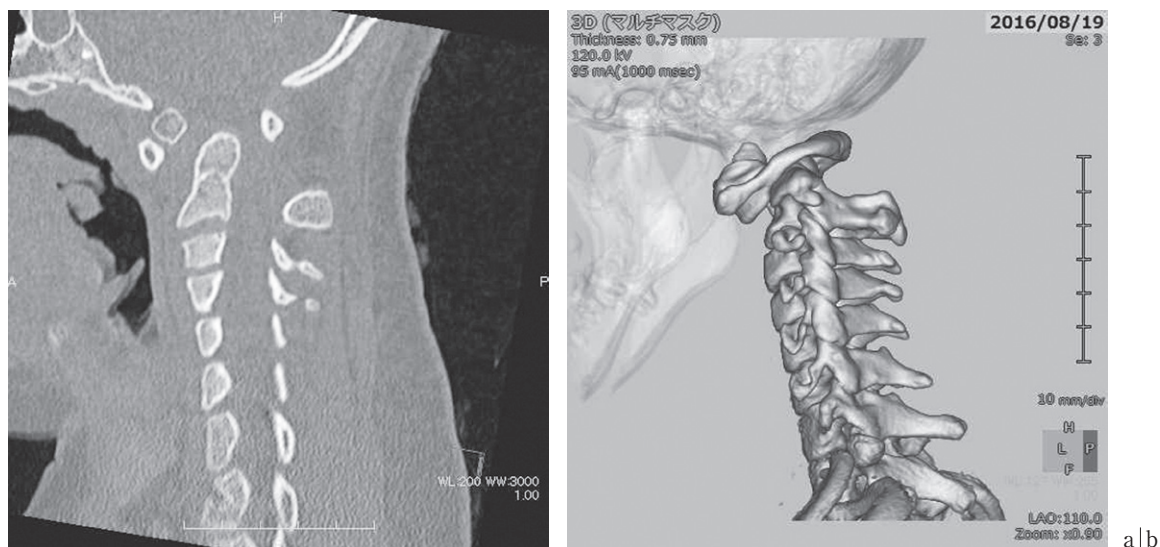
術前 単純CT画像(頸椎 a: 矢状面像 b: 3DCT画像)
